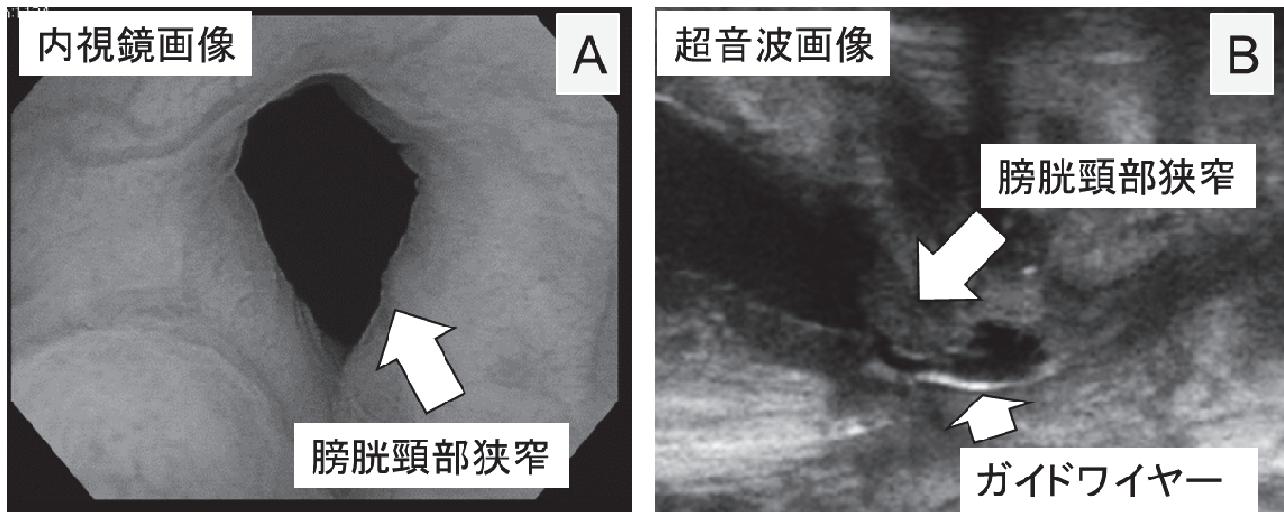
TRUS 下尿道狭窄拡張術の内視鏡画像と超音波画像
